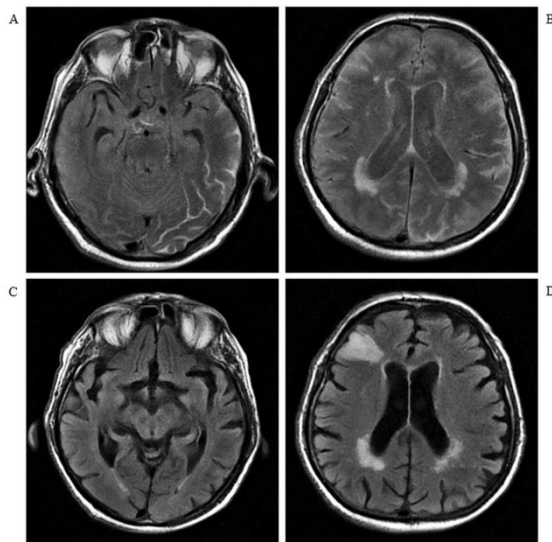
Eighty-four years old male patient for whom stent placement procedure was conducted in left ICA 19 hours after MRA. A-B) hyperintensity in bilateral SAS, more pronounced on the left, in FLAIR sequence 90 minutes after stent placement. C- D) subacute focal ischemia developed in right middle frontal gyrus after the procedure in FLAIR MRI taken four days after stent placement. Note that SAS hyperintensities disappeared.
